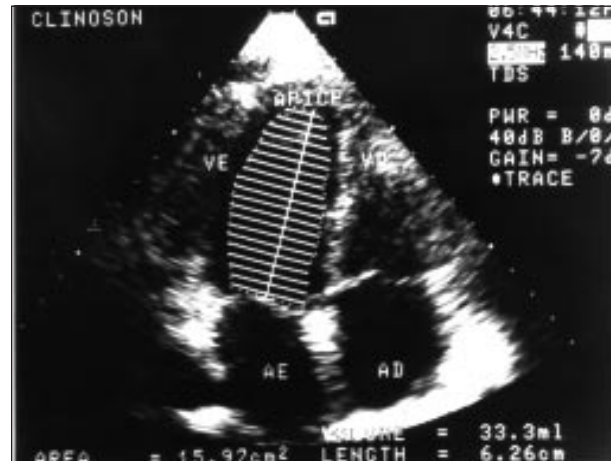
Secção apical 4 câmaras demonstrando a metodologia área-comprimento para mensuração do volume ventricular esquerdo através do ecocardiograma bidimensional. AD: átrio direito. AE- átrio esquerdo; VD- ventrículo direito; VE- ventrículo esquerdo.
